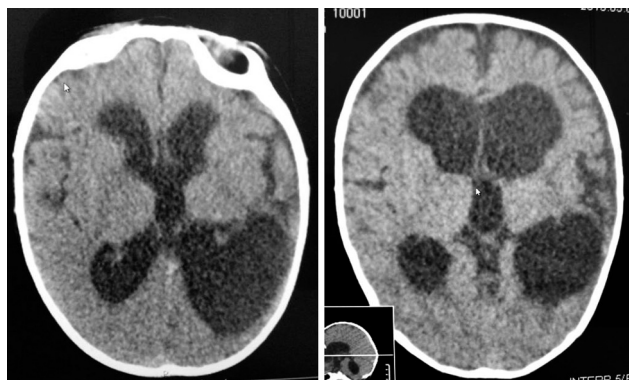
КТ головного мозга на 15-е сутки наружного вентрикулярного дренирования.
